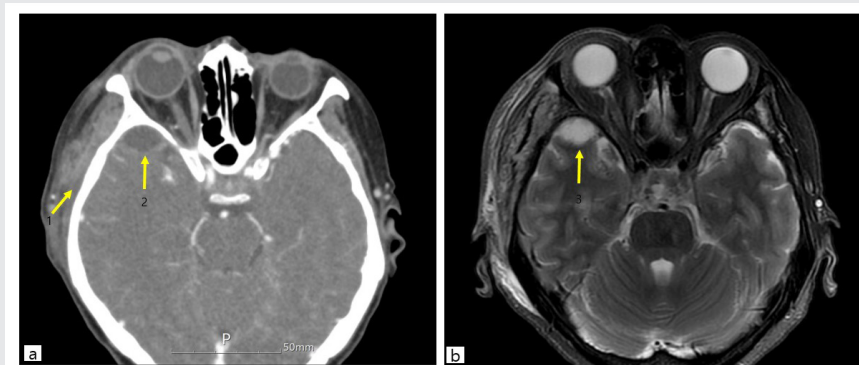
Computed tomography with contrast(a) & Magnetic resonance imaging T2(b) indicate intracranial lesion.
